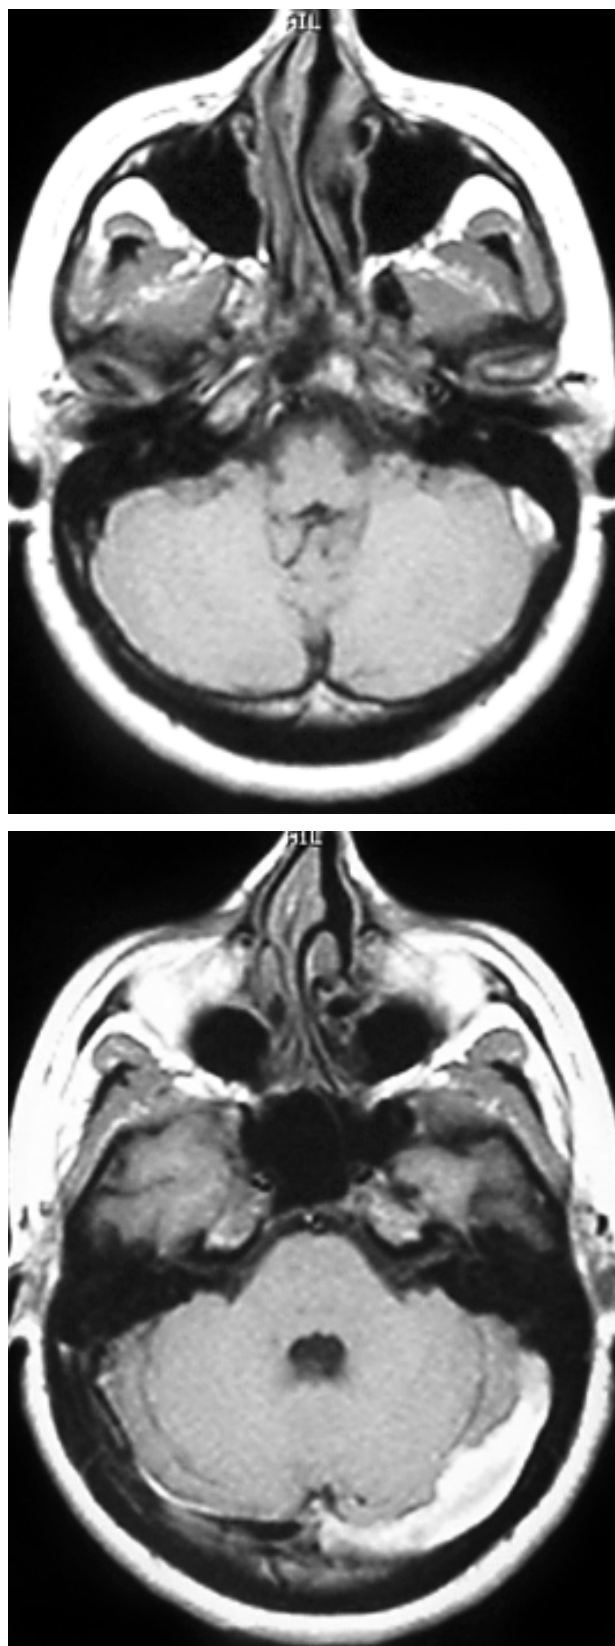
a,b. RM ponderada en T1.
